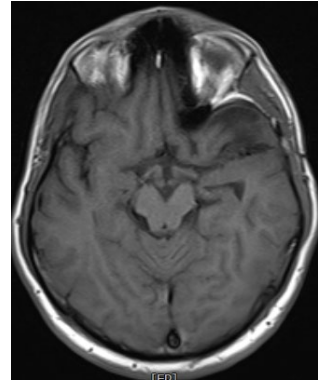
Şekil ı : Postop 15. ay MRG T1
